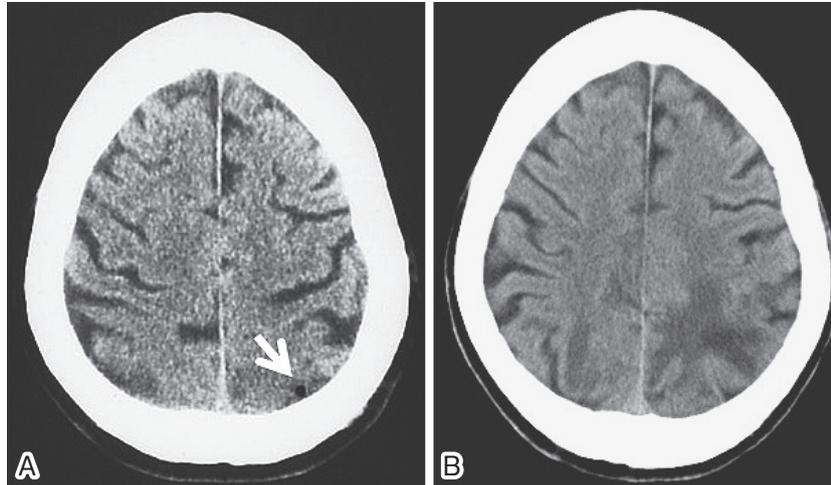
Head computed tomography (CT).
